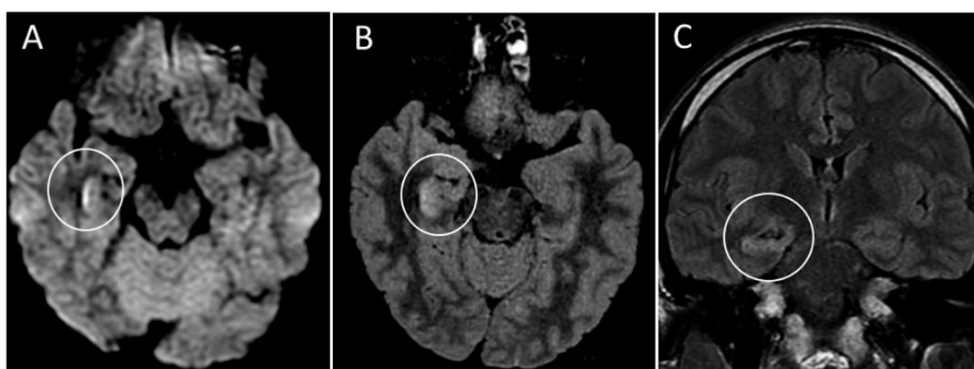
A: RMN cerebral potenciada en difusión, plano axial, que muestra hiperintensidad en la pared del cuerno inferior del ventrículo lateral derecho, indicativo de ventriculitis. B, C: RMN cerebral Flair, planos axial y sagital, en las que observamos imágenes hiperintensas en la zona medial del lóbulo temporal derecho e hipocampo, indicativo de encefalitis (Moriguchi et al., 2020).
